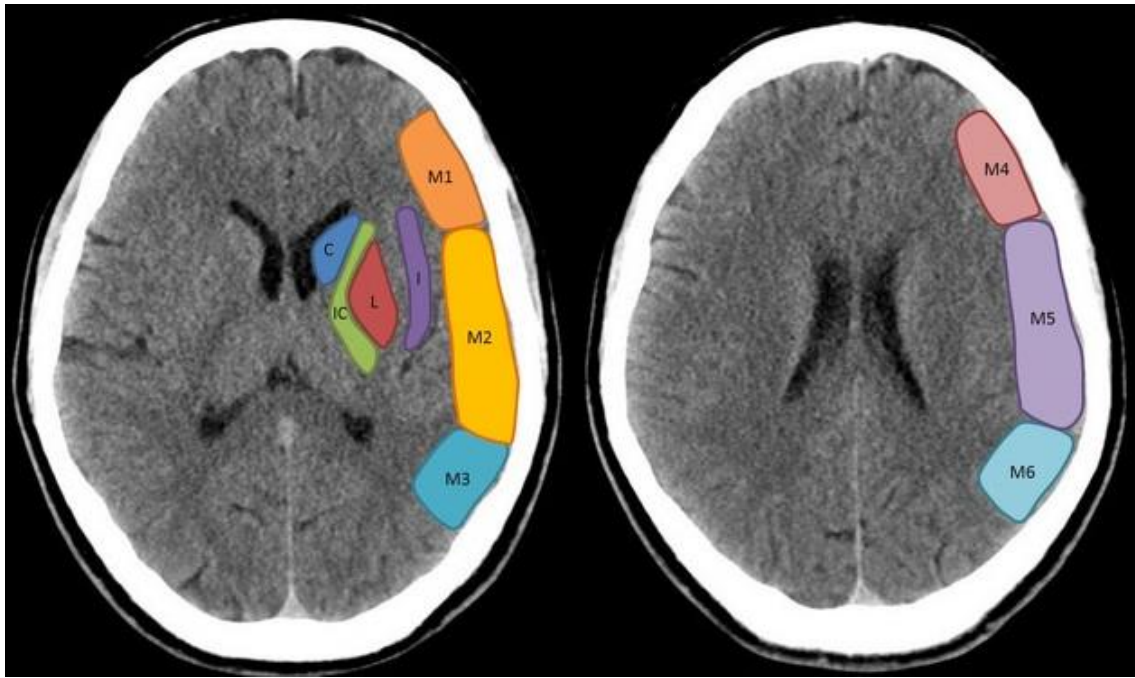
Escala ASPECTS: TC craneal en dos secciones diferentes, mostrando los diez territorios en los que se divide el territorio irrigado por la arteria cerebral media.
